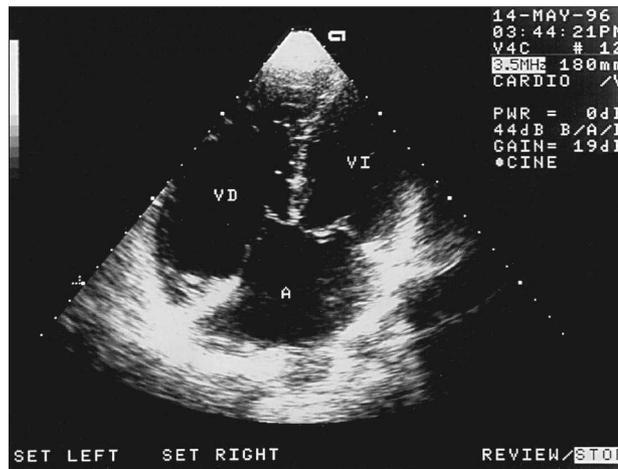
Ecocardiograma bidimensional; proyección apical de cuatro cámaras. Obsérvese la ausencia completa de septo interauricular que condiciona la presencia de una cavidad auricular única (A); VD: ventrículo derecho; VI: ventrículo izquierdo.
